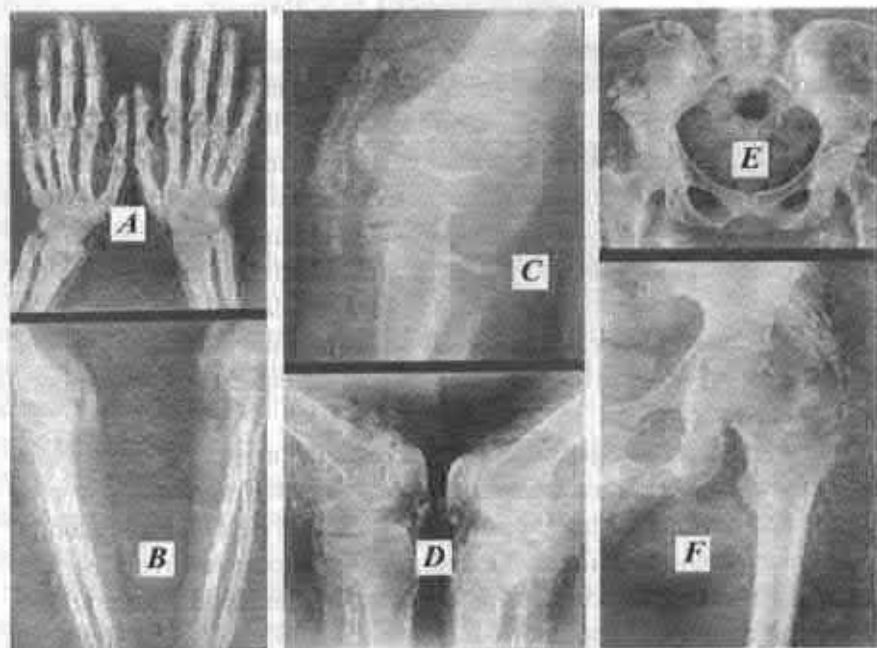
A* – radiografia miinilor: stratificări calcificate adiacente articulațiilor radiocarpiei ale radiusului. *B* – radiografia articulațiilor cotelor: stratificări calcificate paralele în țesuturile moi adiacente acestor articulații. *C* – radiografia articulației cotului (imagine mărită): stratificări calcificate paralele. *D* – radiografia articulațiilor genunchilor: multiple stratificări calcificate în spațiile intermusculare adiacente articulațiilor. *E* – radiografia bazinului: multiple stratificări calcificate paralele în spațiile intermusculare ale feselor. *F* – radiografia articulației coxofemorale stîngi: stratificări calcificate în spațiile intermusculare (sub formă de arcade), ce depășesc articulația.
